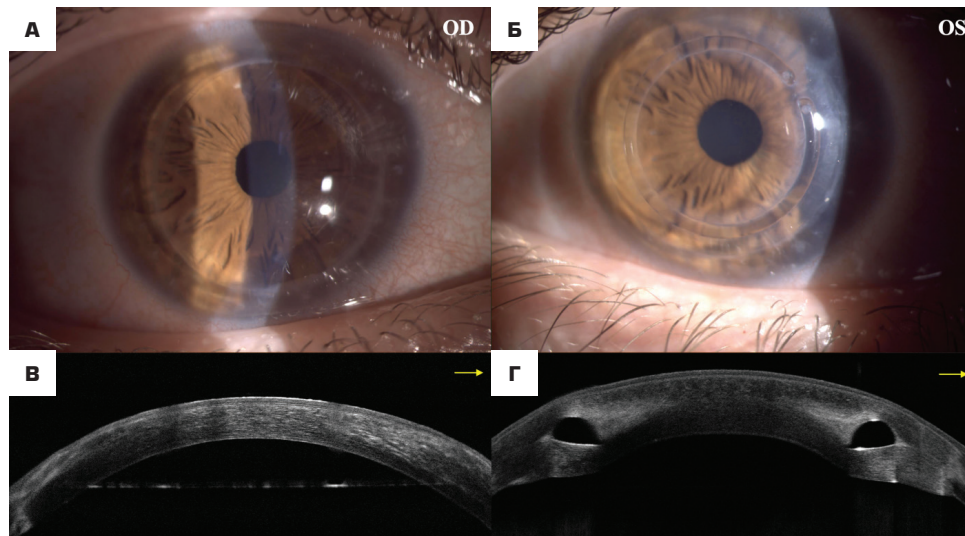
Биомикроскопическая картина переднего отрезка глаза: А — OD: эпителизация полная, трансплантат прозрачный, адаптирован, швы сняты; Б — OS: эпителизация полная, трансплантат прозрачный, адаптирован, швы сняты. Интрастромальное кольцо в строме без явлений протрузии и воспаления. Оптическая когерентная томография переднего отрезка; В — OD: трансплантат прозрачный, асимметричной формы, незначительные участки гиперрефлективности стромы; Г — OS: трансплантат прозрачный, интрастромальное кольцо адаптировано в строме
